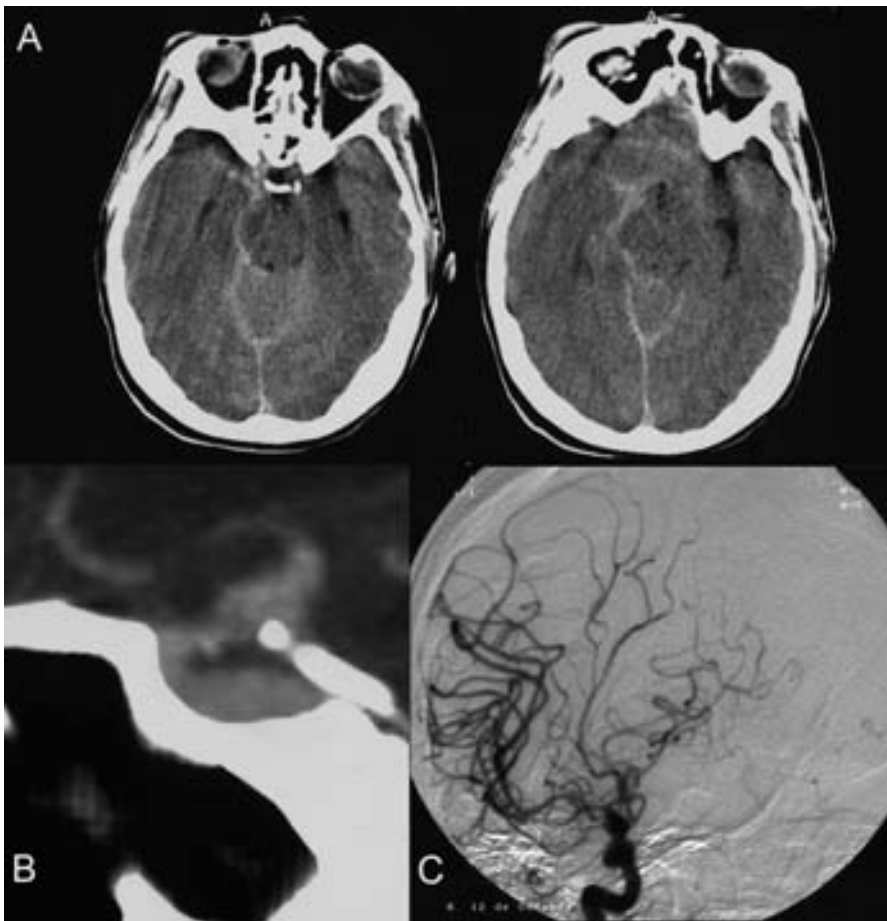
A) TC craneal realizado en urgencias que muestra hemorragia subaracnoidea a nivel de cisterna ambiens derecha. B) Angio-TC que muestra dilatación de la carótida supraclinoidea. C) Angiografía urgente que muestra dilatación de la carótida supraclinoidea derecha sin que se pueda determinar la existencia de un aneurisma sacular en dicha localización.
